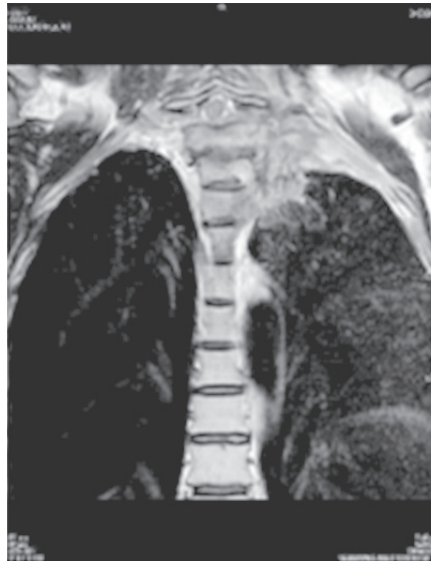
Imagen de RM en secuencia T2, plano coronal. Se identifica lesión que se extiende en topografía correspondiente al tronco inferior del plexo braquial izquierdo.
